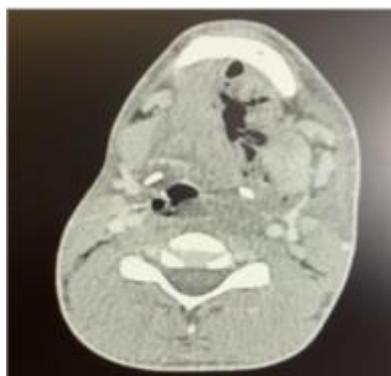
Presença de gases à tomografia.
